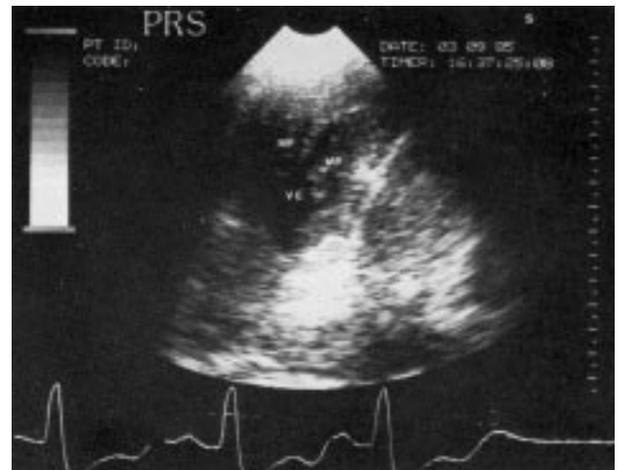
Caso 2—Ecocardiograma, posição apical de 2 câmaras. Observar a acentuada hipertrofia dos músculos papilares do VE.
